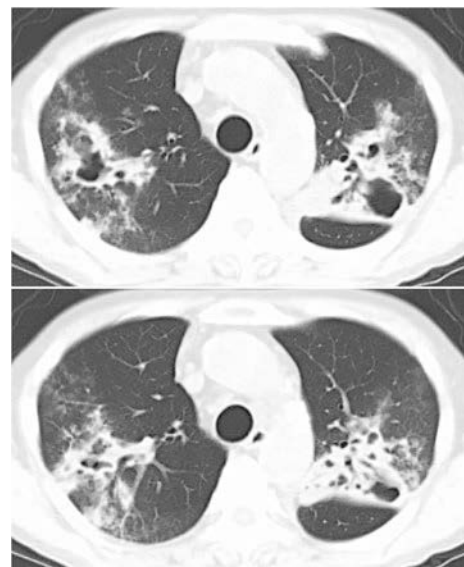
Chest computed tomography (CT) showed cavitary lesions and consolidation around them in the upper lobes of both lungs.
